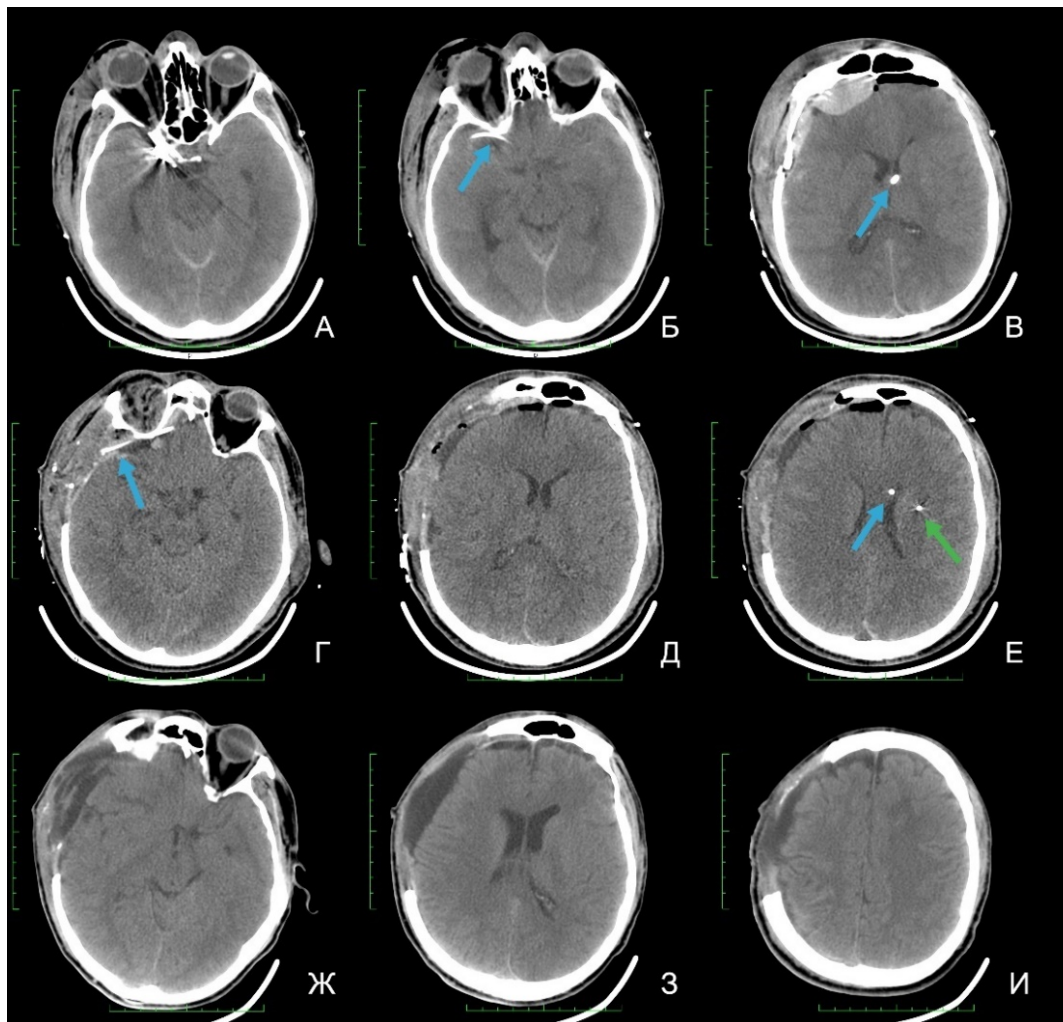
А—В: Данные КТ-исследования, выполненного пациенту сразу после транспортировки в ОРИТ из операционного блока, до начала интрацистеральной инфузии (синей стрелкой отмечено: на изображении Б - фрагмент цистернального дренажа, который установлен в области правой хиазмальной цистерны; В: вентрикулярный дренаж, находящийся в левом боковом желудочке; Г—Д: Результаты контрольного КТ-исследования, выполненного на 2 сутки после оперативного вмешательства на аневризме, на фоне проводимой интрацистеральной инфузии верапамила: отсутствуют признаки компрессии мозга, новых геморрагических осложнений. Отмечена диспозиция цистернального дренажа в область передней черепной ямки (отмечен голубой стрелкой на изображении Г). На изображении Е голубой стрелкой помечен НВД, зеленой – паренхиматозный датчик ВЧД. Ж—И: данные КТ-исследований пациента на 12 сутки после операции клипирования аневризмы
